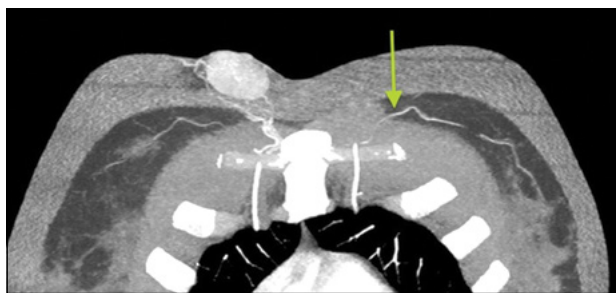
Снимок компьютерной томографии с ангиографией № 1. Стрелкой обозначен второй перфорант внутренней грудной артерии слева. Контралатерально визуализируется новообразование, получающее питание от первого перфоранта внутренней грудной артерии справа
